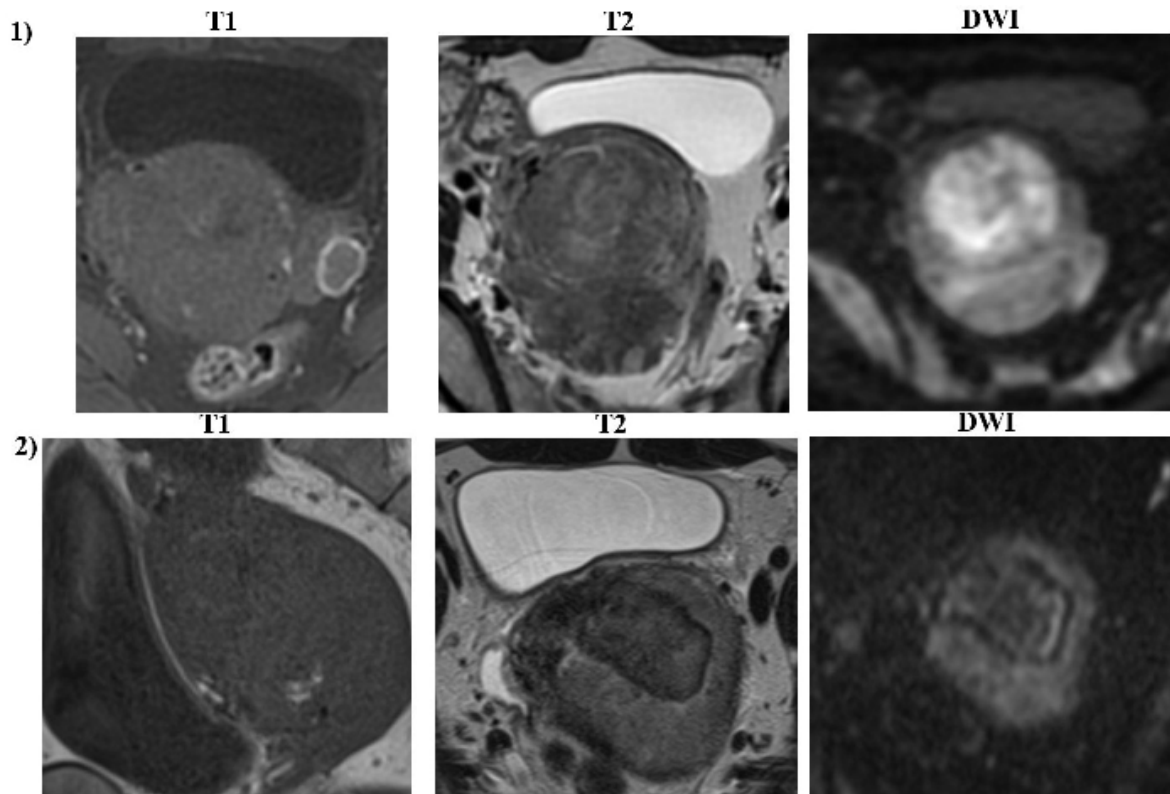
МР-изображения гладкомышечной опухоли тела матки с неопределенным потенциалом злокачественности (STUMP) 1 — клинический случай № 1; 2 — клинический случай № 2. T1 — T1-взвешенное изображение; T2 — T2-взвешенное изображение; DWI — диффузионно-взвешенное изображение
